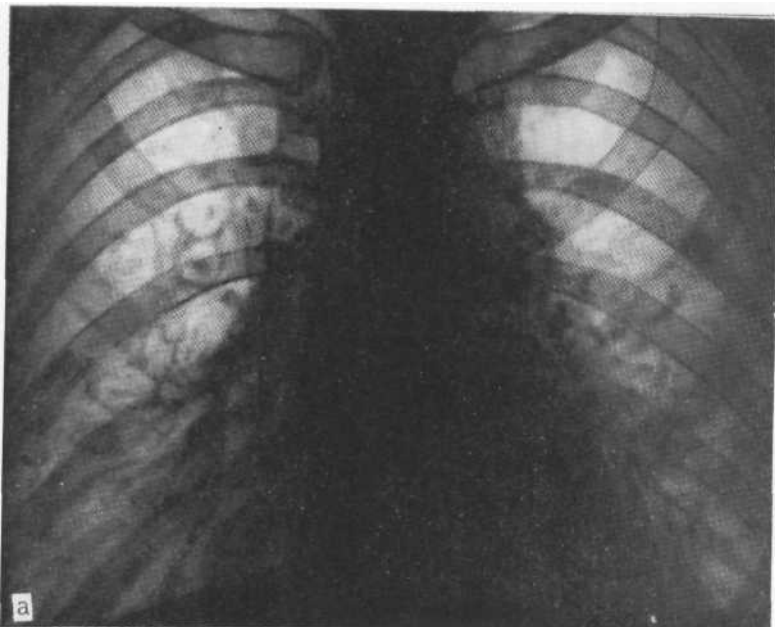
Обзорная рентгенограмма (а) и фрагмент томограммы правого легкого (б). Преимущественно базальное расположение очагов без распада. Биопсия легкого — продуктивный туберкулез.
